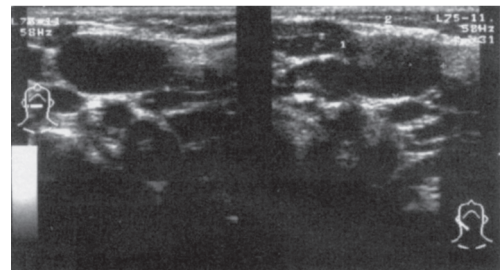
Lymph nodes swelling of the neck by ultrasonography
